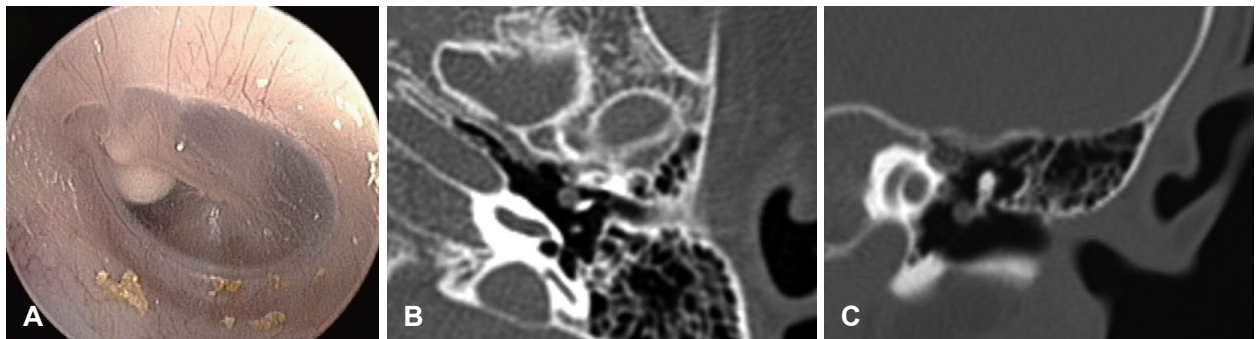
Preoperative findings of case 1. The white lesion is seen in the anterosuperior quadrant of the left tympanic membrane on otoscopic examination (A). Axial and coronal CT scan of the left temporal bone shows a small soft tissue mass attached to the medial side of malleus handle (B and C).
